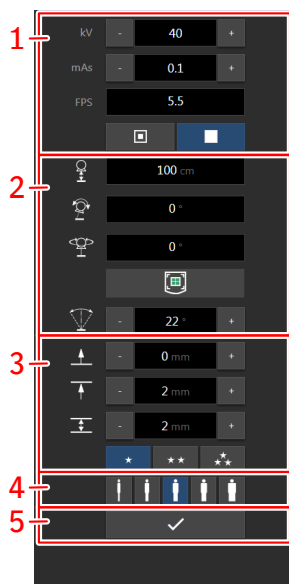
Эскиз для группы цифровой томографической реконструкции
